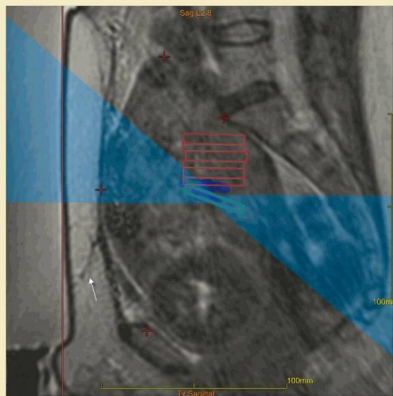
Imagen sagital en T2 con la paciente en pronación sobre la mesa de ultrasonido focalizada que muestra la aplicación de ultrasonido angulado. En este caso se empleó para eliminar con éxito la irritación de una raíz nerviosa causada por calentamiento fuera del mioma por energía acústica, y para evitar la fibrosis en la pared abdominal anterior (flecha blanca). El recuadro verde delinea el punto focal y la sombra azul, tanto delante como detrás del recuadro, representa el trayecto del haz de ultrasonido. Los recuadros rojos son las aplicaciones de ultrasonido previstas en las que se ha calculado que, sin alterar la aplicación de ultrasonido, es probable la irritación de la raíz nerviosa. Para completar estas aplicaciones de ultrasonido fue necesario inclinar el haz.
